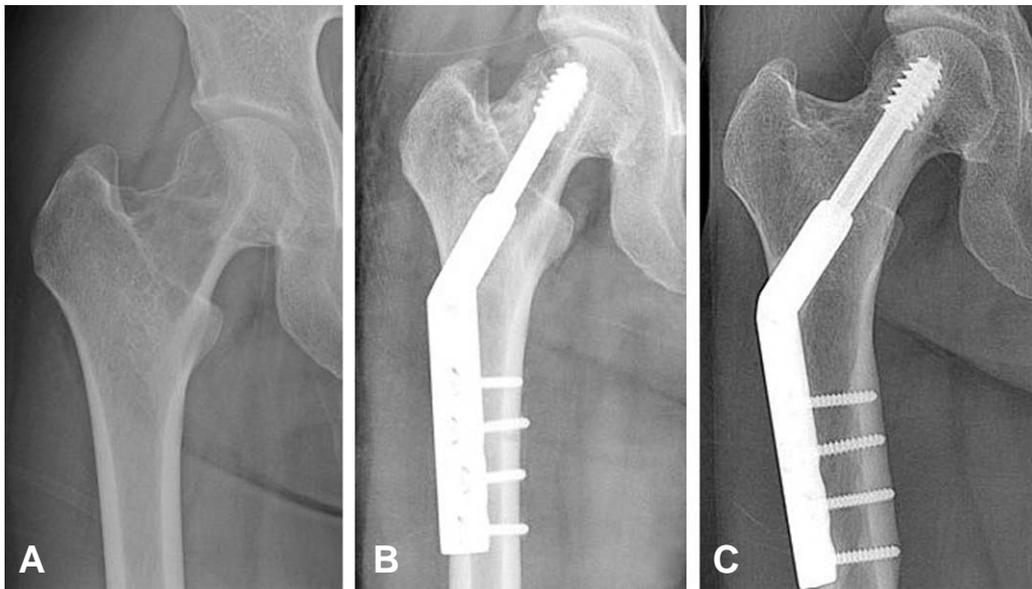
Radiographs of a 29 year-old female who presented with right hip pain. (A) The bony cyst is mainly located in the head and neck region. (B) Radiographs taken after the operation (Fixation with compression hip screw after curettage and autogenous bone graft). (C) AP views taken 36 months after operation.
